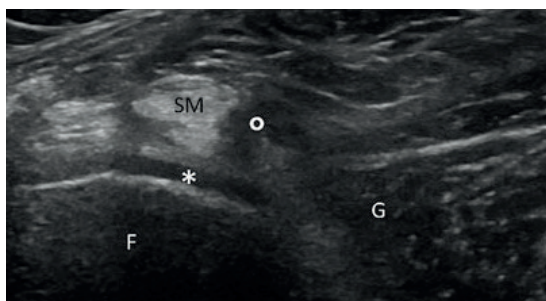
УЗИ медиально-задней части колена в поперечной проекции<sup>1</sup>:
